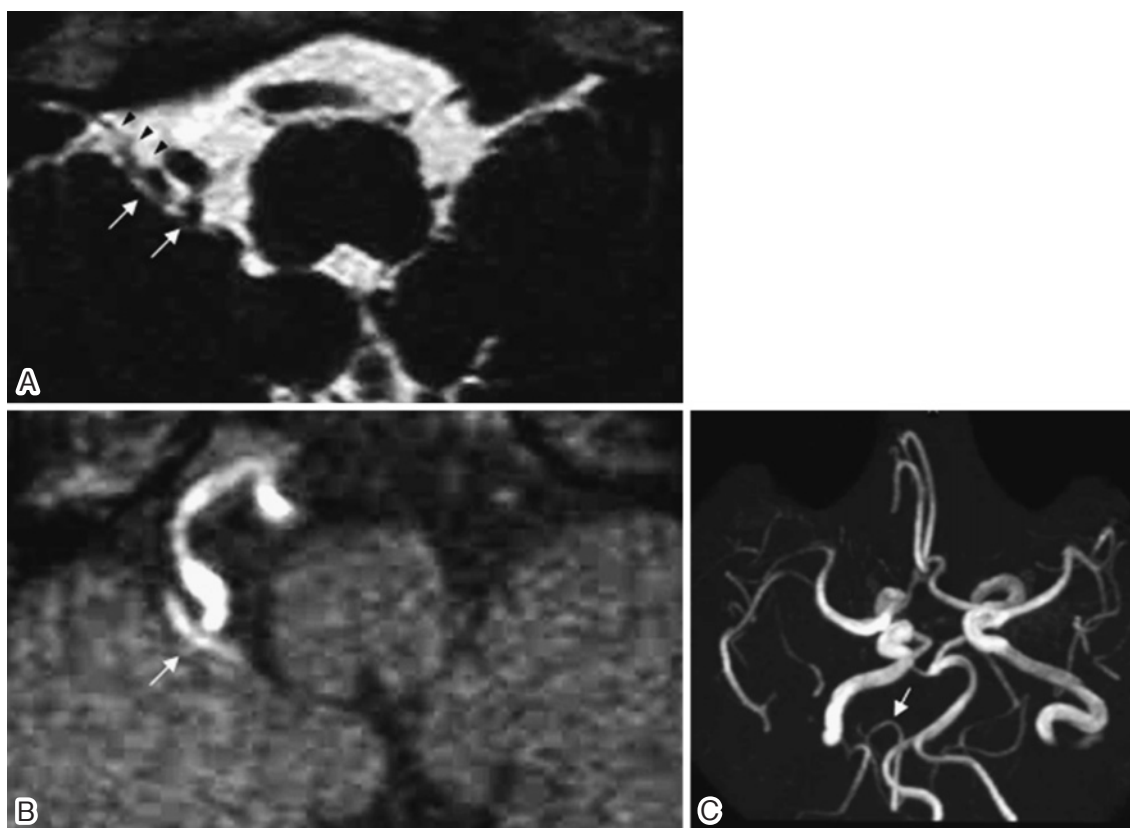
Brain MRI before the operation.
